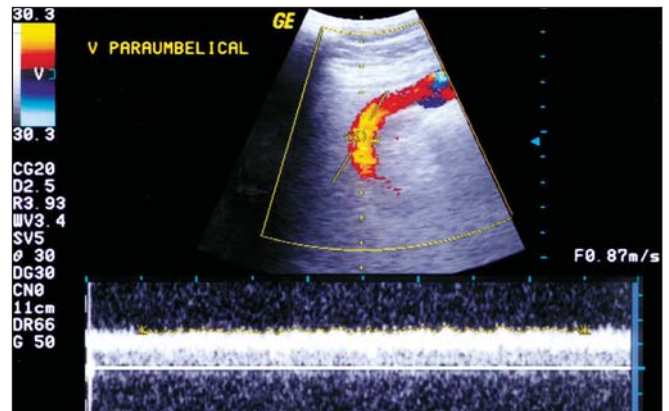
Doppler colorido e espectral demonstrando fluxo hepatofugal na veia paraumbilical.
